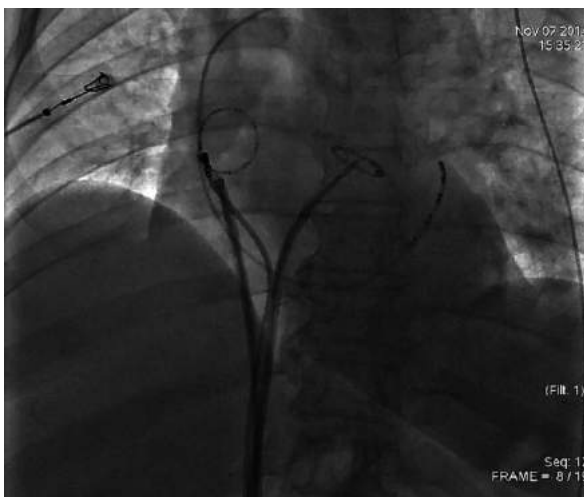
Рентгенограмма: положение электродов во время радиочастотной абляции фибрилляции предсердий
